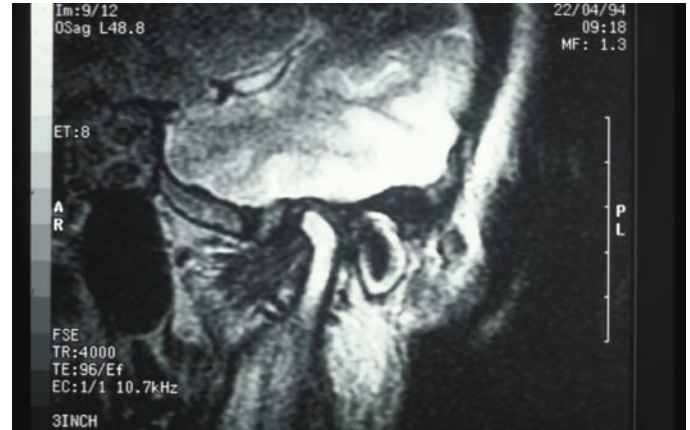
Imagen de resonancia magnética (RM) de ATM. Obsérvese el detalle de partes blandas.
